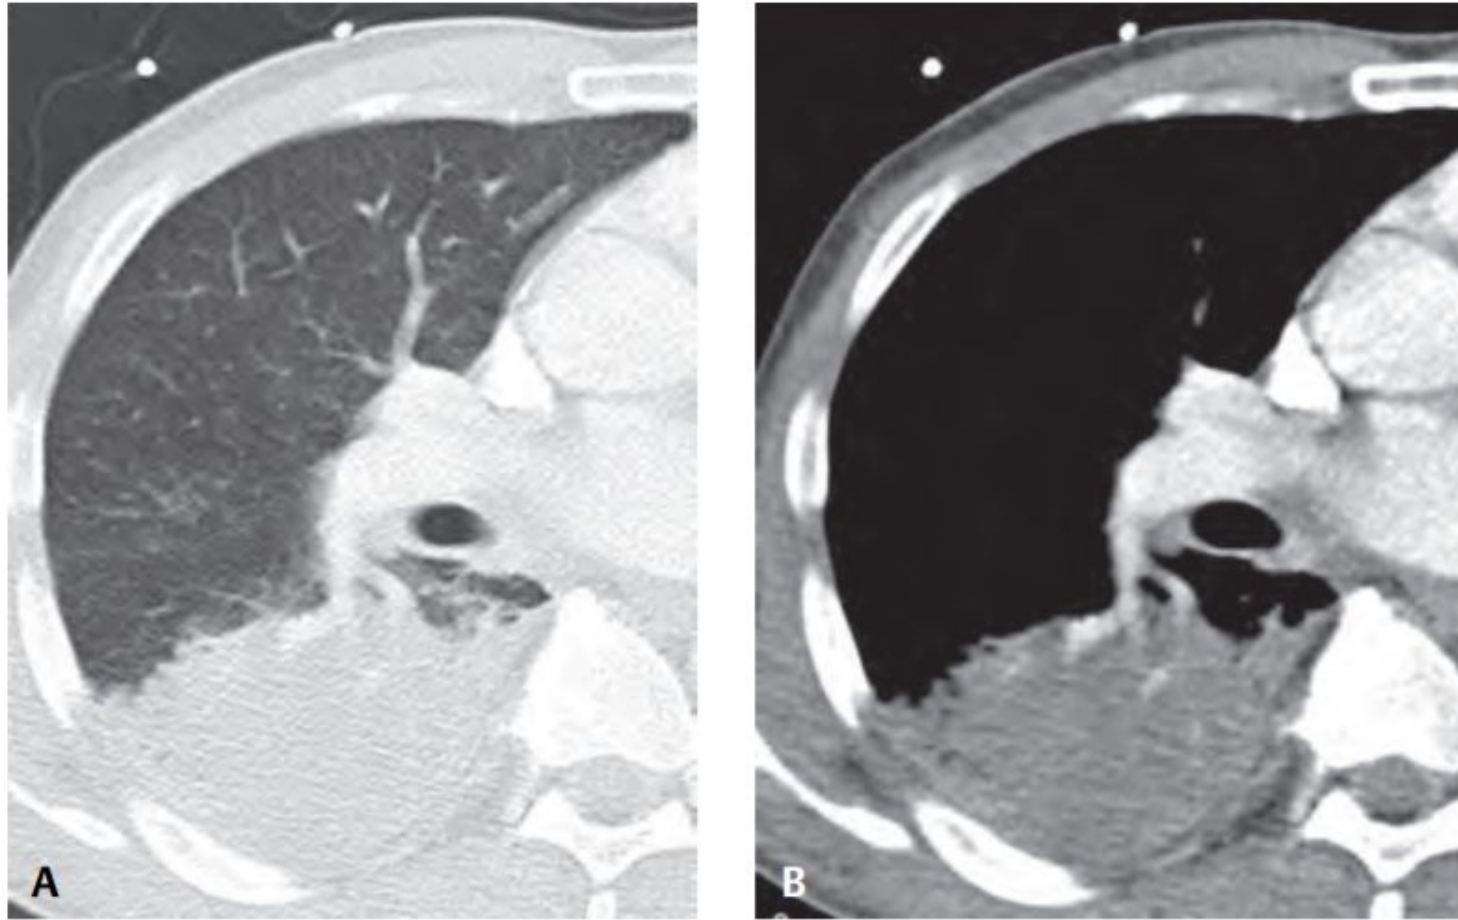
Coned-down contrast-enhanced chest CT (A, lung window; B, mediastinal window) through the right lower lobe of a 55-year-old man with 104°F fever and rusty sputum production demonstrates extensive air space consolidation extending out to the pleural surface bordered by the oblique fissure.
